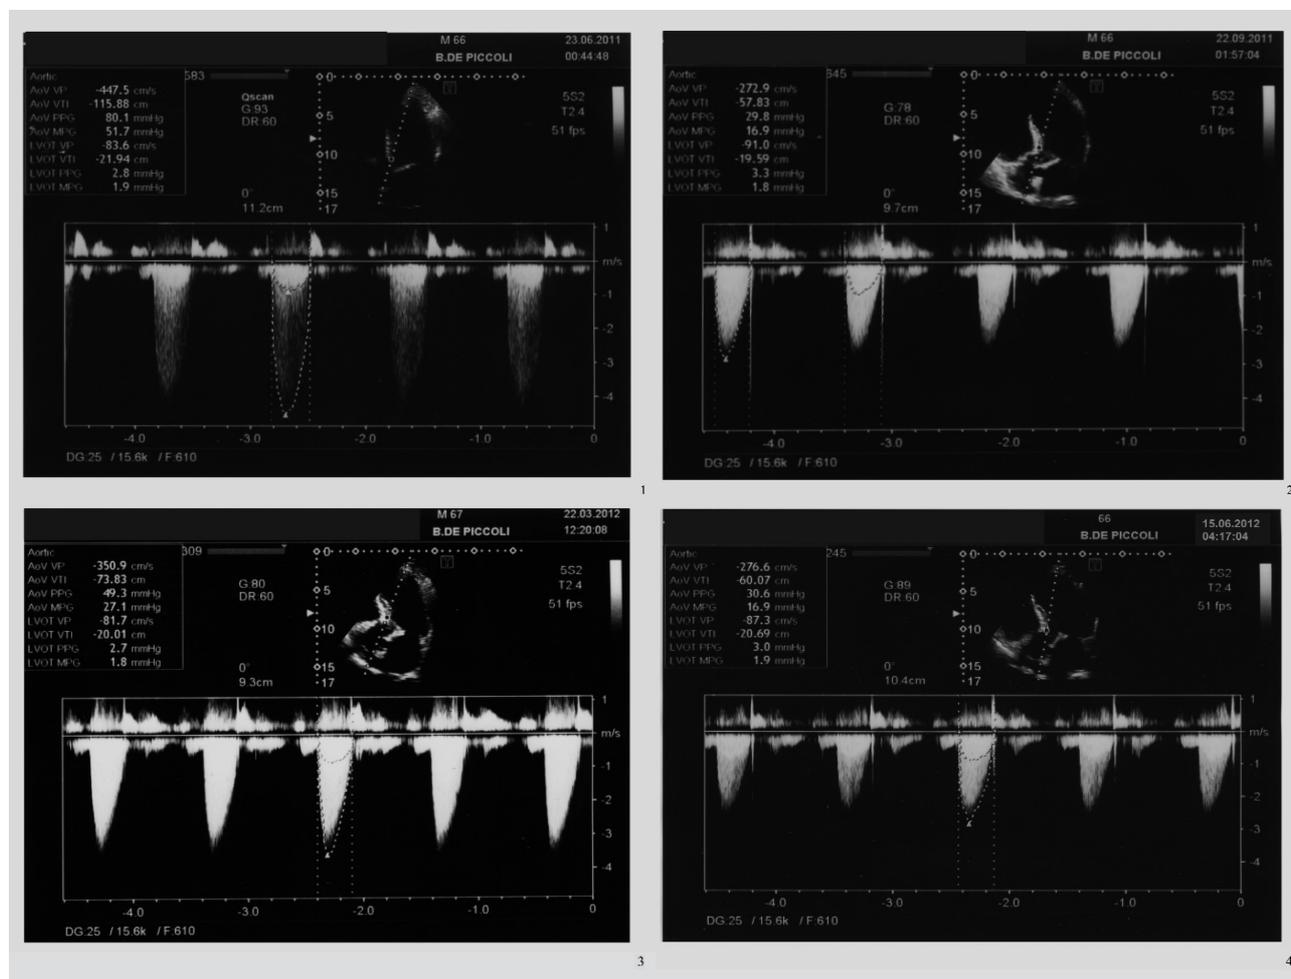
Riassunto delle registrazioni eco-Doppler raccolte durante il follow up del paziente; sono selezionati contemporaneamente gli spettri velocità-tempo del flusso a livello della protesi e del tratto di efflusso sottovalvolare.
